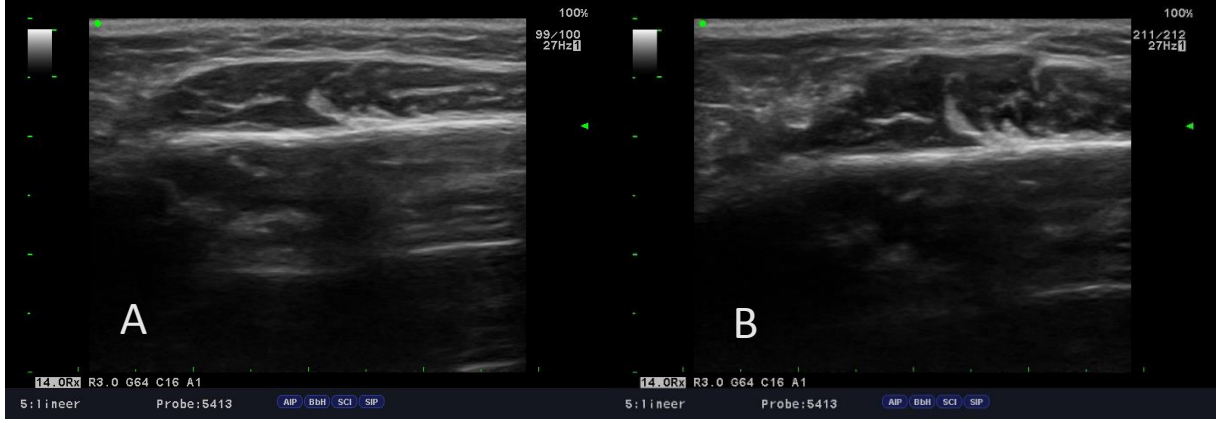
Ultrason Cihazındaki Masseter Kas Görüntüsü
